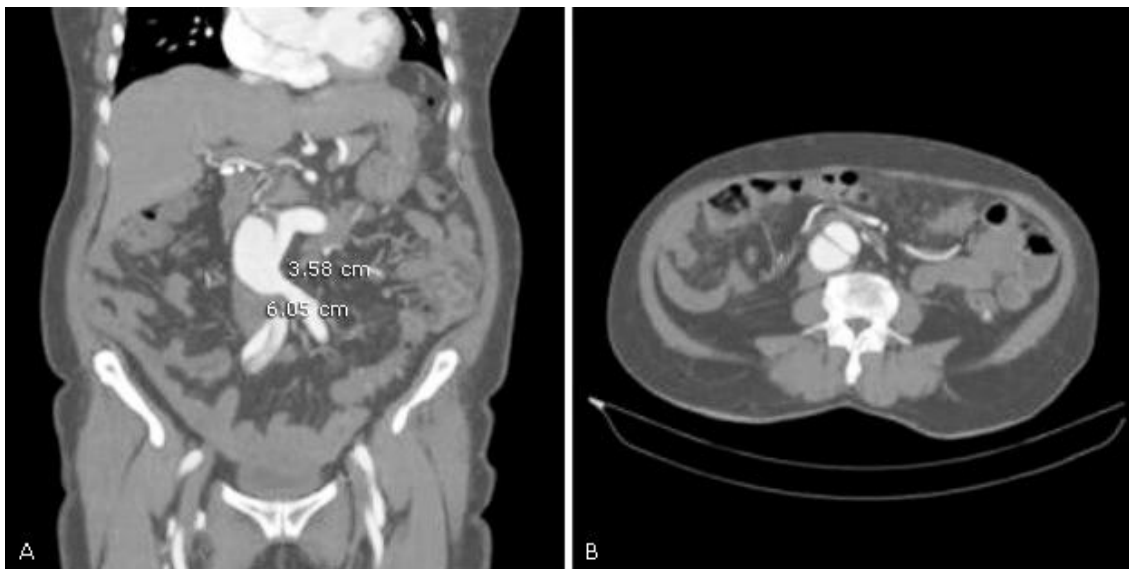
Angio TAC. A) Aneurisma de aorta abdominal, tercio superior. B) Disección hacia la bifurcación de la arteria iliaca común derecha.
